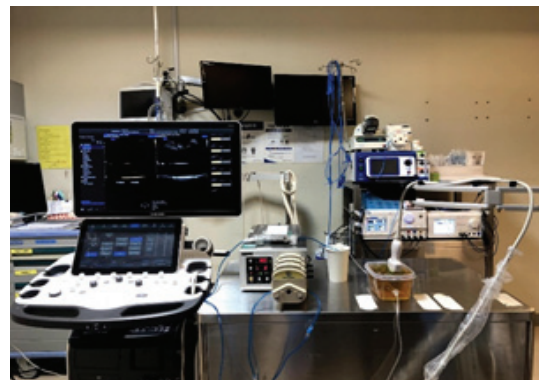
Set-Up for Ultrasonic Signal Strength Measurement.
